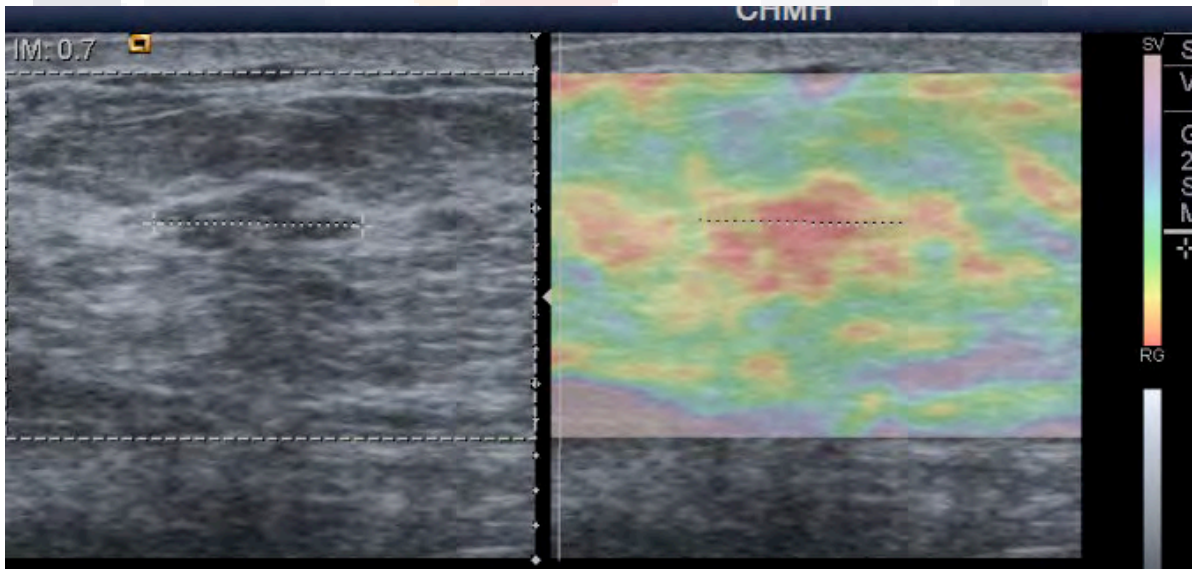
zona sospechosa por USG con elastografía positiva para tejido rígido vista en la escala de color
